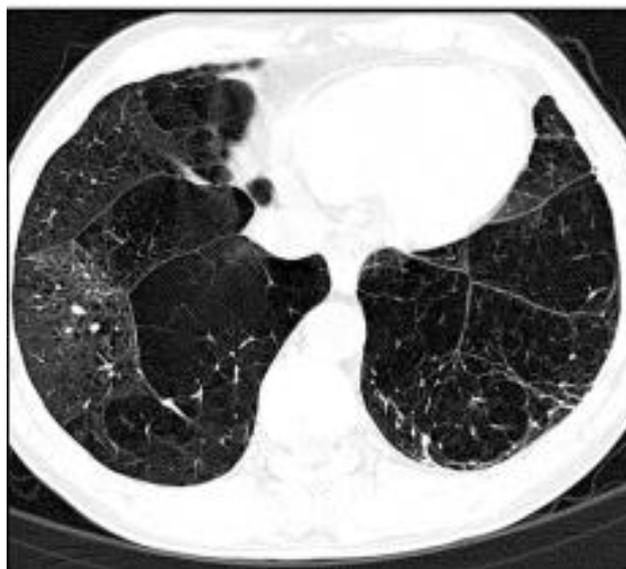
Компьютерная томограмма больного с эмфиземой легких
